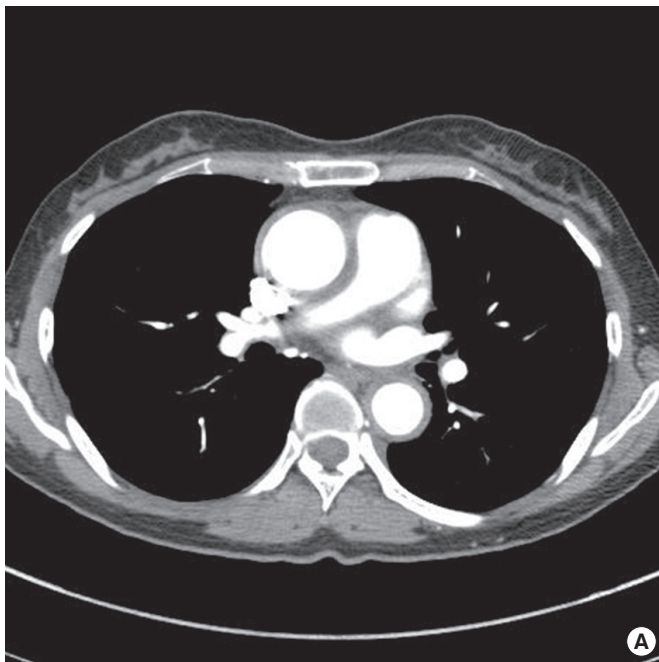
3D computed tomography angiography. A. It shows circumferential thickening of the wall of the descending thoracic aorta. B. It shows total occlusion in long segment of proximal portion of the left subclavian artery.
